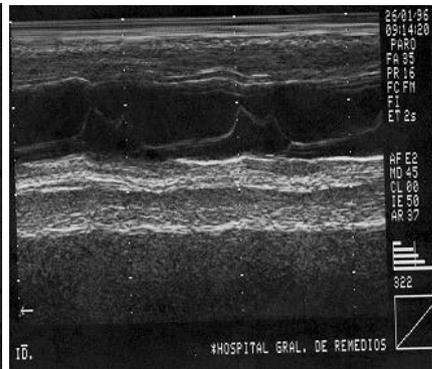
Ecocardiografía donde se observa masa intracardiaca en ventrículo derecho que prolapsa a través de la tricúspide.
